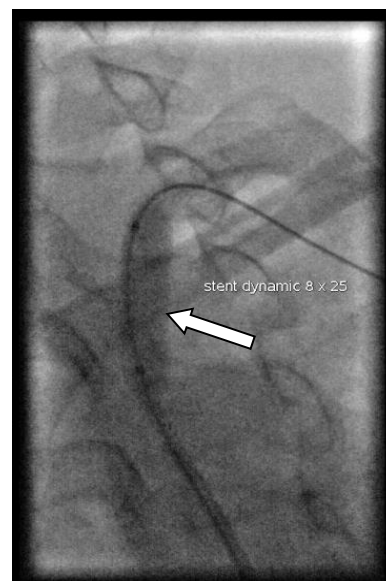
Рентгенконтрасна ангіографія хворого Є. Роздування балона в просвіті лівої ПКА.
